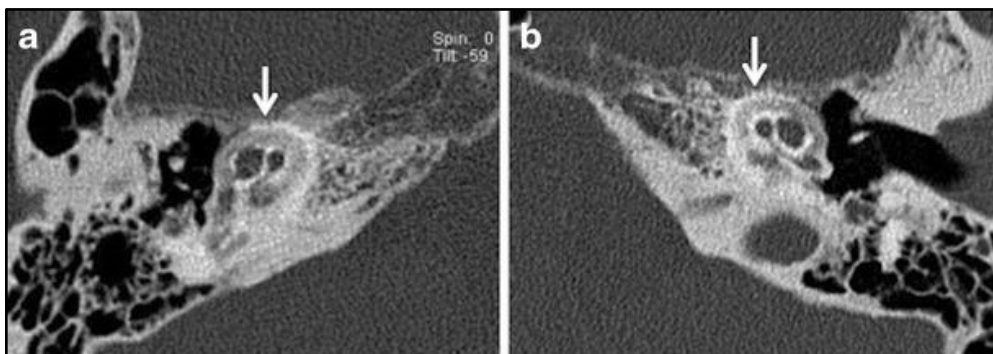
Imatges de TAC axial de temporals (a) dret i (b) esquerra d'un pacient amb hipoacúsia de percepció bilateral, on s'observa otosclerosi coclear bilateral. Extret de *Imaging in otosclerosis: A pictorial review. Insights Imaging. 2014 Apr;5(2):245-52* ¹⁵⁹
